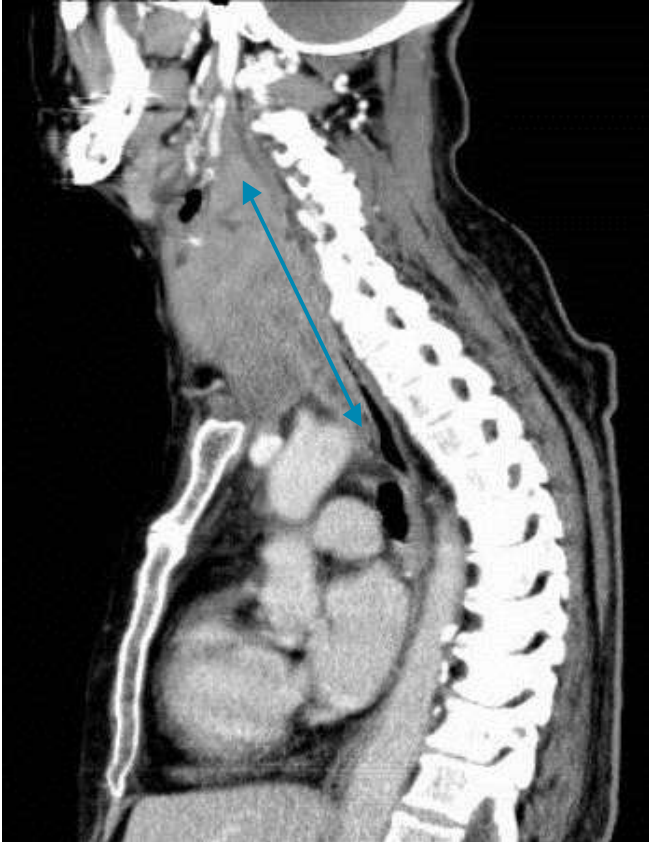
Tomografia computadorizada do pescoço, secção sagital. Glândula tireoideia de dimensões aumentadas e limites mal definidos. Estende-se desde o osso hióide até ao cruzamento dos troncos venosos braquiocéfálicos, com 86 mm no plano longitudinal a este nível (seta).
